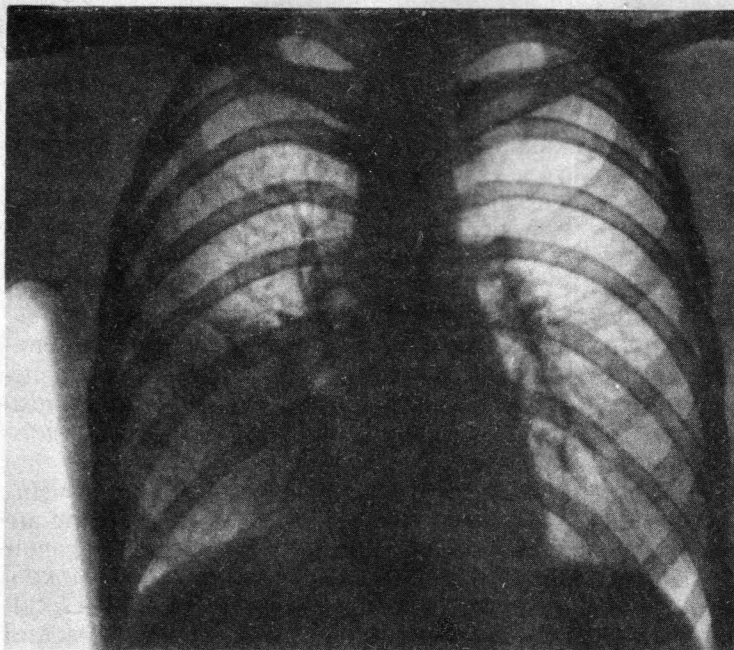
Рентгенограмма. Крупозное воспаление нижней доли правого легкого.
